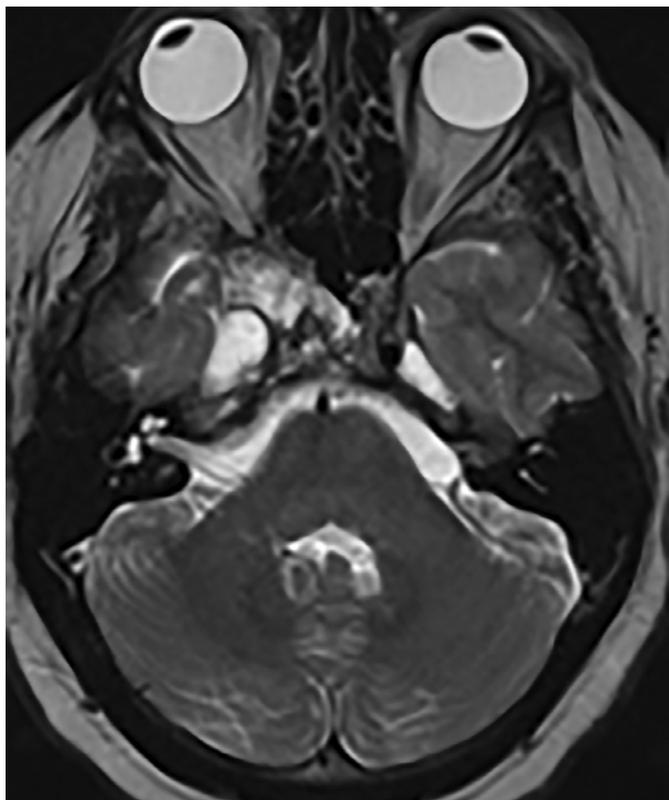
МРТ головного мозга пациента С. 35 лет визуализируются опухоли правой височной области и области задней поверхности пирамиды височной кости.
